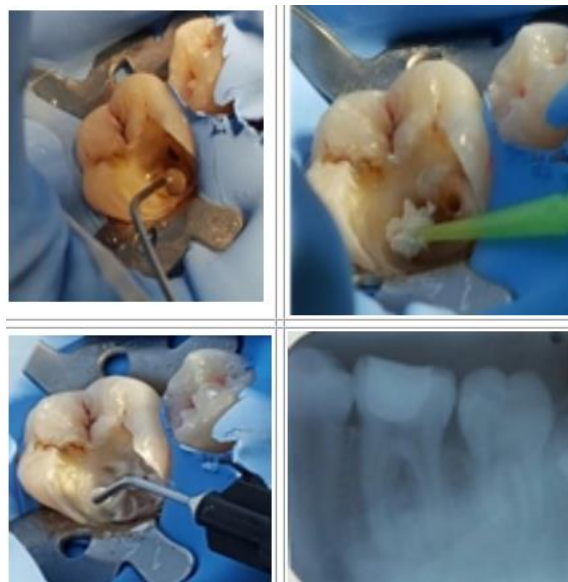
Recubrimiento pulpar directo con aplicación de base con hidróxido de calcio (Ultra-Blend) y obturación temporal con toma de radiografía final. <sup>(38)</sup>
